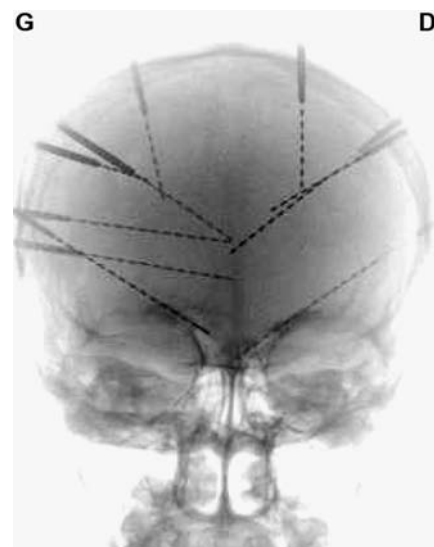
Exemple d'une implantation de SEEG bifrontale. Les trajectoires d'électrodes sont calculées d'après une IRM faite avec injection la veille.
